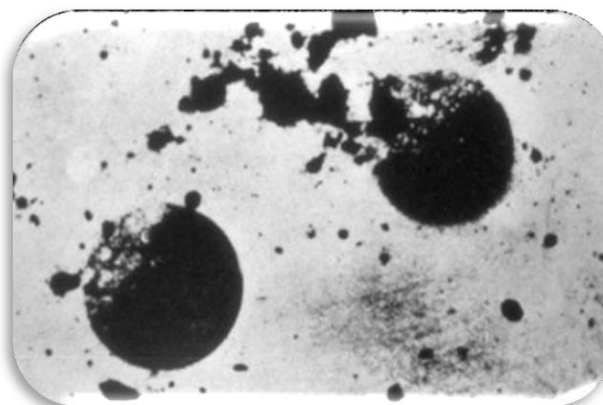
Arthur Willis Goodspeed y la8 radiografía de las monedas
